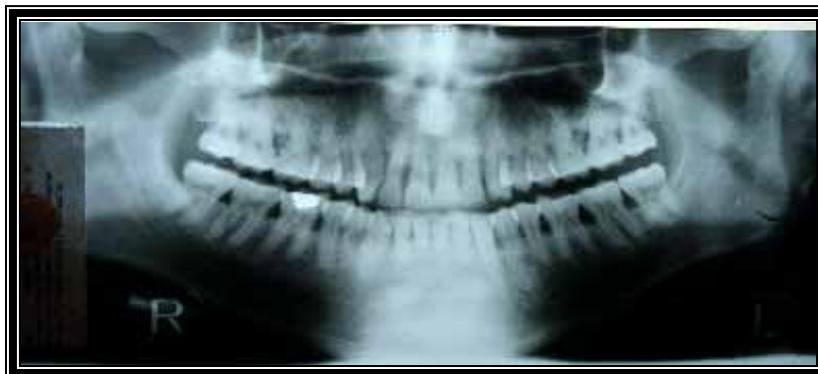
ORTOPANTOMOGRÁFIA DE UN PACIENTE ADULTO.
